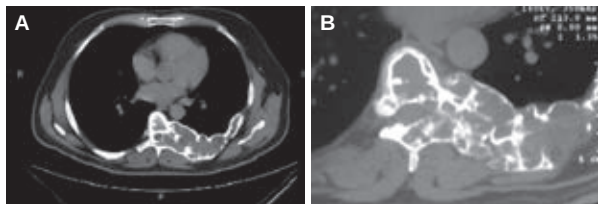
TAC de la columna cervical, cortes axiales. A. Lesión expansiva, osteolítica, con bordes festoneados y adelgazamiento de la cortical en el arco costal izquierdo. B. Imagen de “vidrio esmerilado”, multiloculada.
